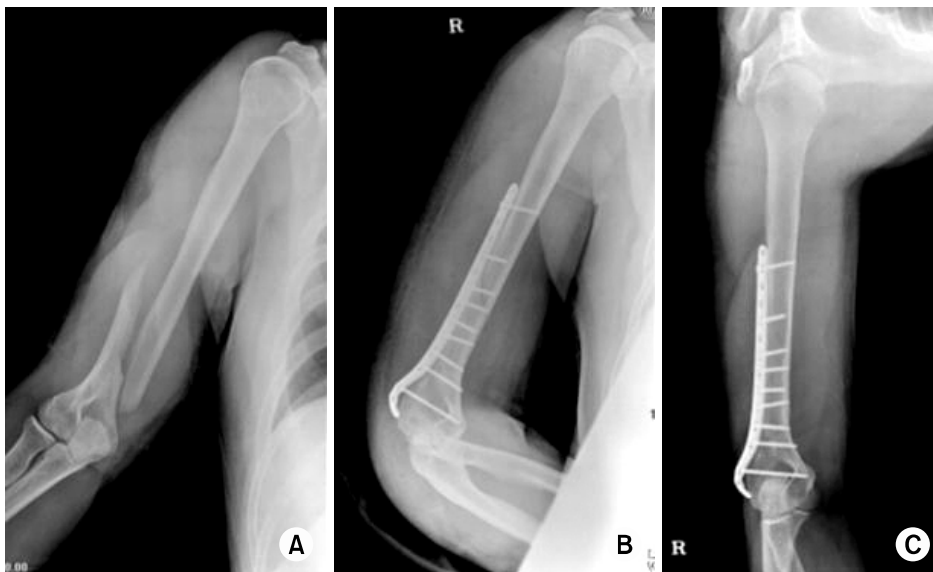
(A) Pre-operative, (B) post-operative and (C) final anteroposterior radiographs of a spiral distal humeral shaft fracture in a 30-year-old man following operative treatment with open reduction and plate fixation was shown. The radial nerve palsy developed after the operation and recovered in 6 weeks after the operation.
